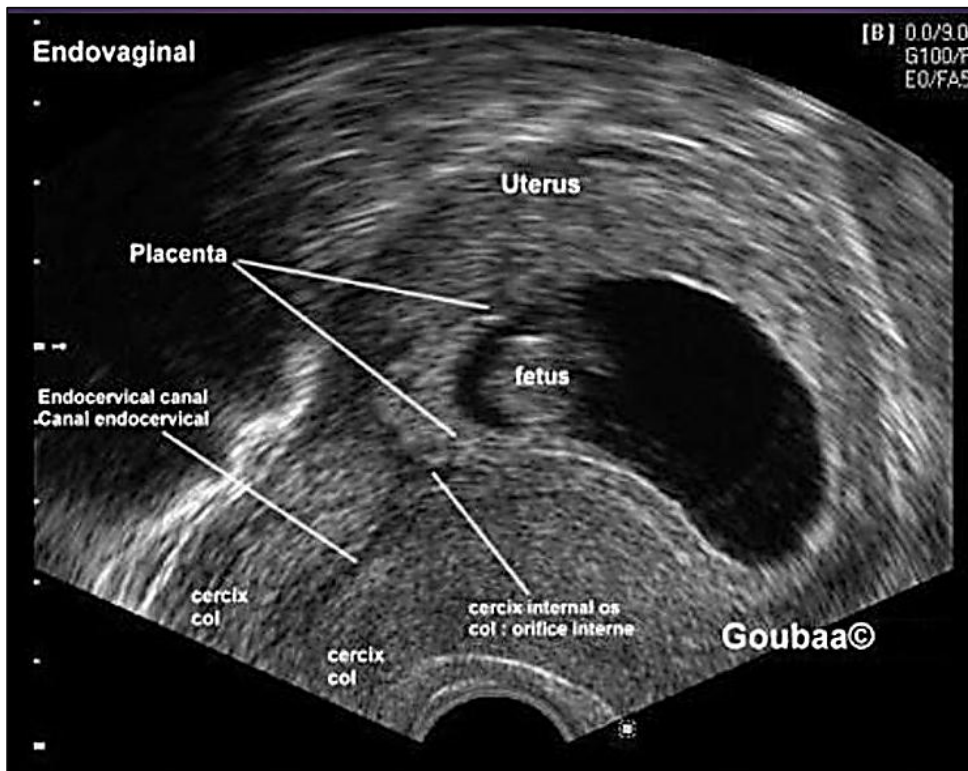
Image échographique du PP type I
